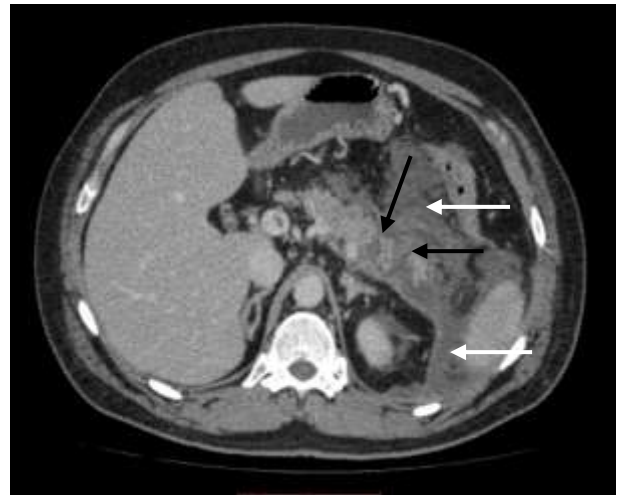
Компьютерная томограмма, венозная фаза, аксиальная проекция. Пациент Е., 9 сутки заболевания. Участки некроза ПЖ (черные стрелки), острые некротические скопления (белые стрелки)
